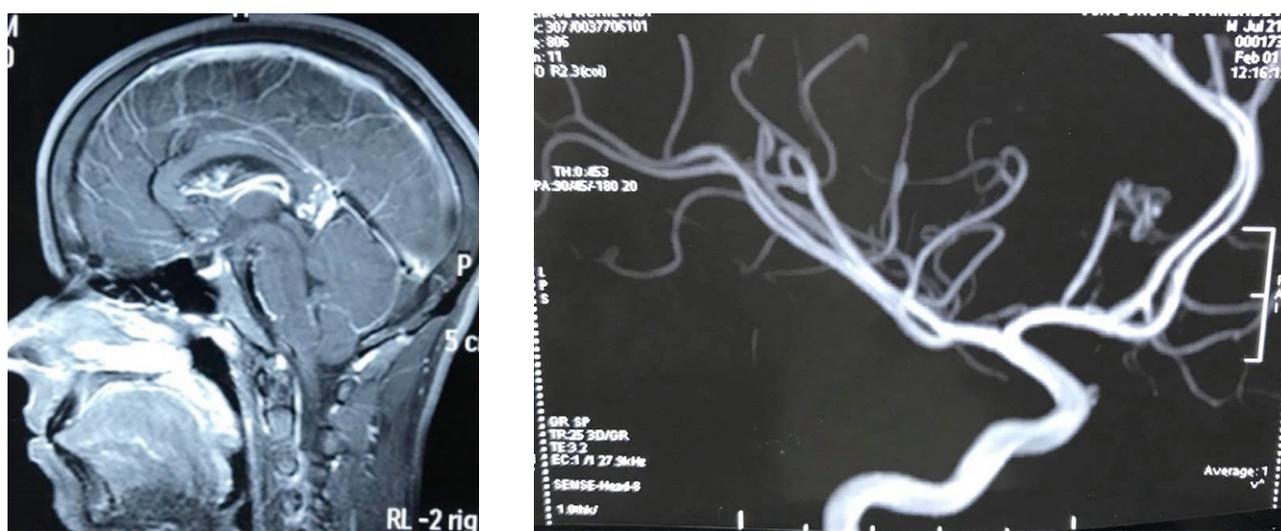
RNM com contraste Angiressonância
